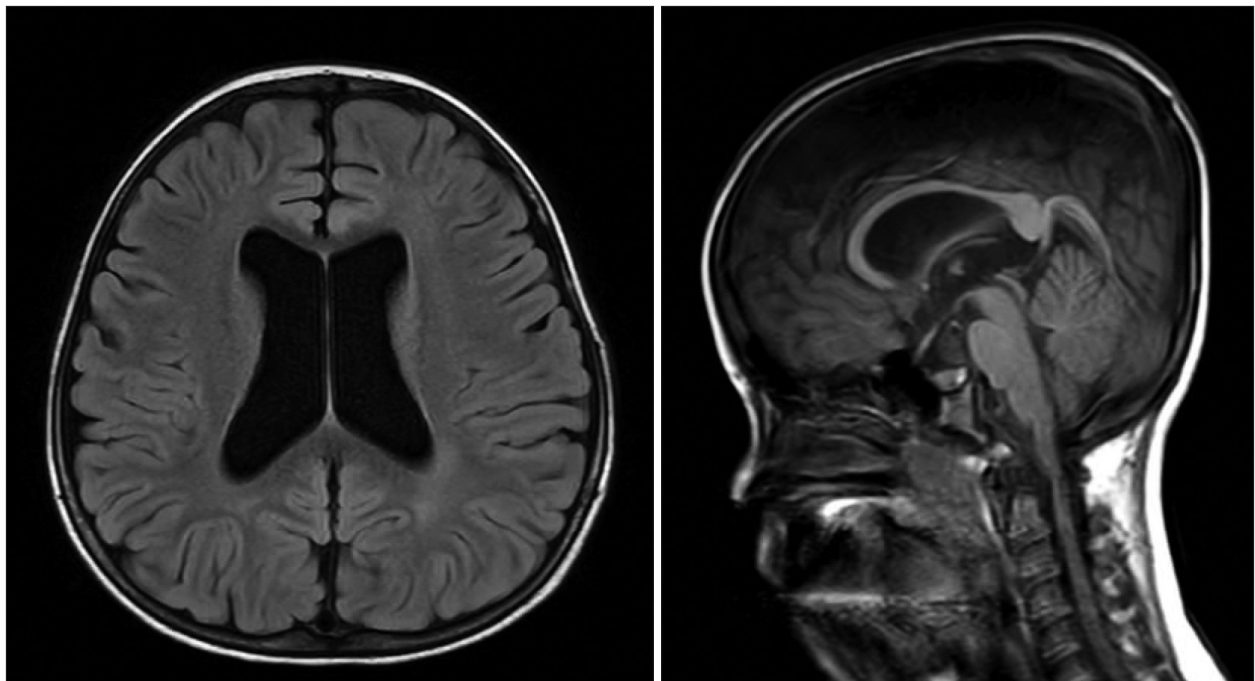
Brain MRI presented features of achondroplasia, which was mild ventriculomegaly and stenosis of cervical spinal canal.
